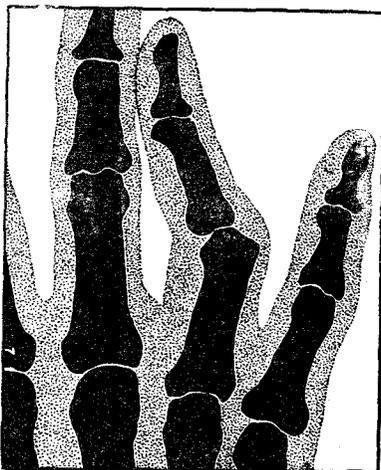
Рентгенограмма вывиха безымянного пальца вперед и в сторону
